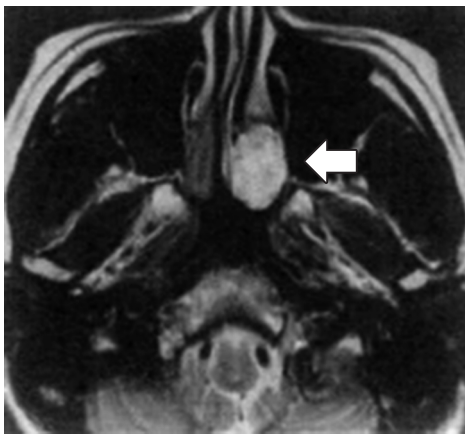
脳ドック時の副鼻腔MRI所見(T2強調画像, 軸位断)
